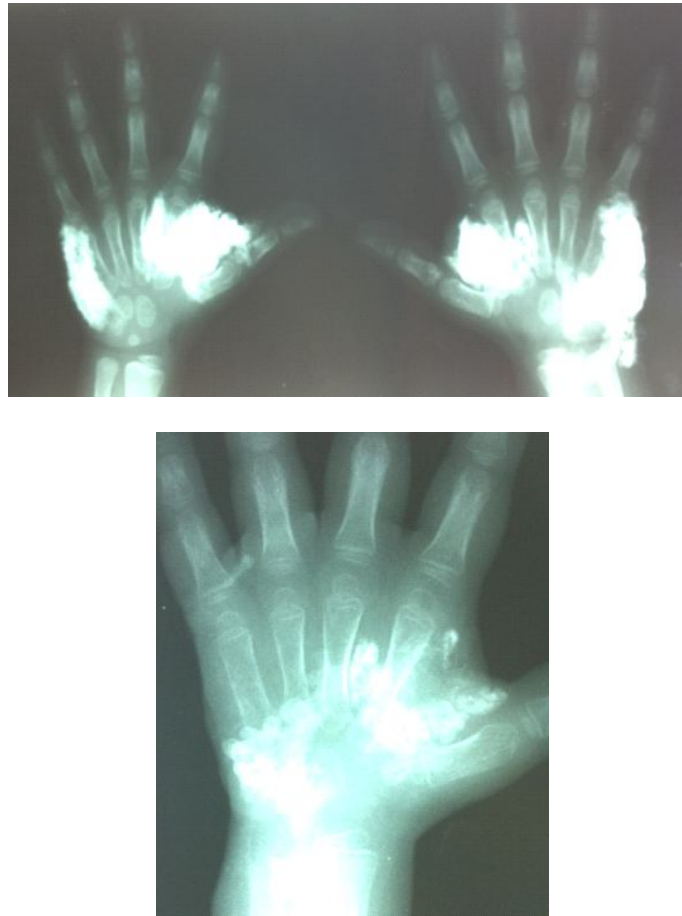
radiographie des 2 mains de face, objectivant des masses denses de forme ovale, calcifiées en grains au niveau des éminences thénar et hypothénar.
